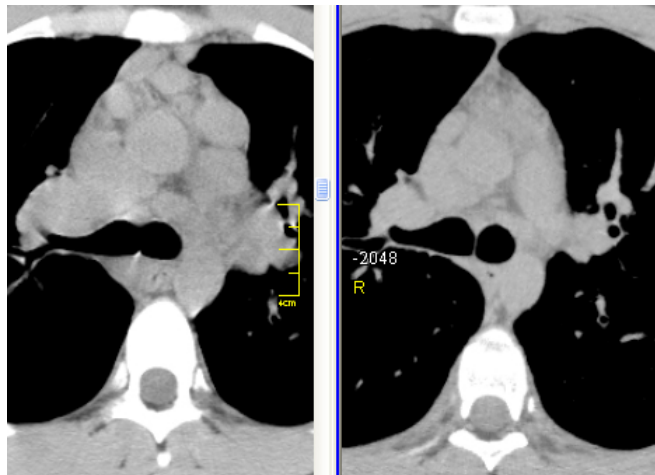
КТ ОГП хворого П., 22 років, ліворуч – при первинному обстеженні: значне збільшення лімфатичних вузлів переднього середостіння, праворуч – спонтанна регресія через 3 місяці спостереження
